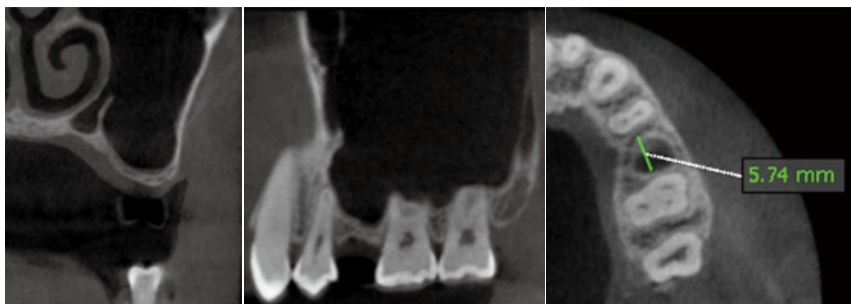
術前のCT所見。5部の垂直的骨量は1.5mmであった。
